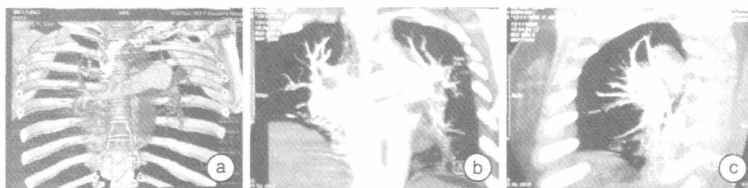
1 例急性肺栓塞女性患者溶栓后(2009 年 12 月 8 日)CT 血管成像容积重建正体(a)、最大密度投影左前位(b)、左后位(c)显示双肺动脉主干腔充盈缺损影消失、远端分支血管显影增多
